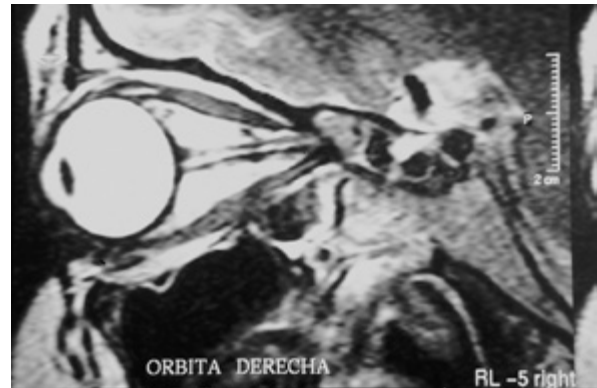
Imagen del nervio óptico en la órbita y sus relaciones: RMN. Corte sagital
